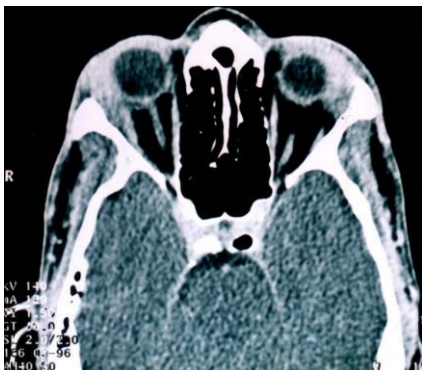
TDM orbito-cérébrale montrant une hypertrophie bilatérale, homogène, légèrement hyperdense des glandes lacrymales ne rehaussant pas au produit de contraste
